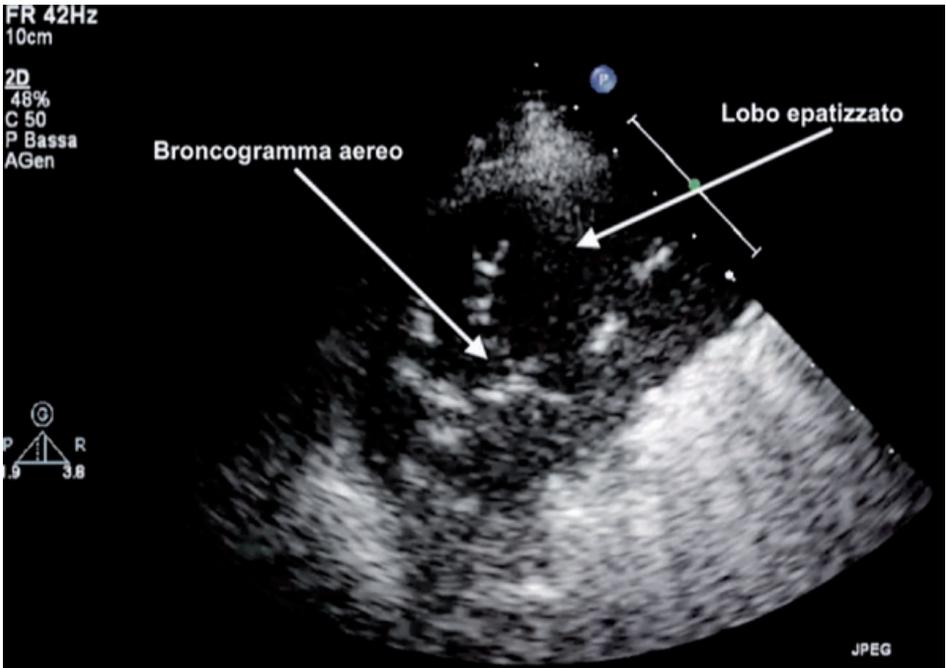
Polmonite lobare in ecografia. Scansione trasversale con sonda sector che mostra lobo epatizzato ipoeocogeno con all'interno il disegno "arboriforme" dei broncogrammi aerei, iperecogeni.
